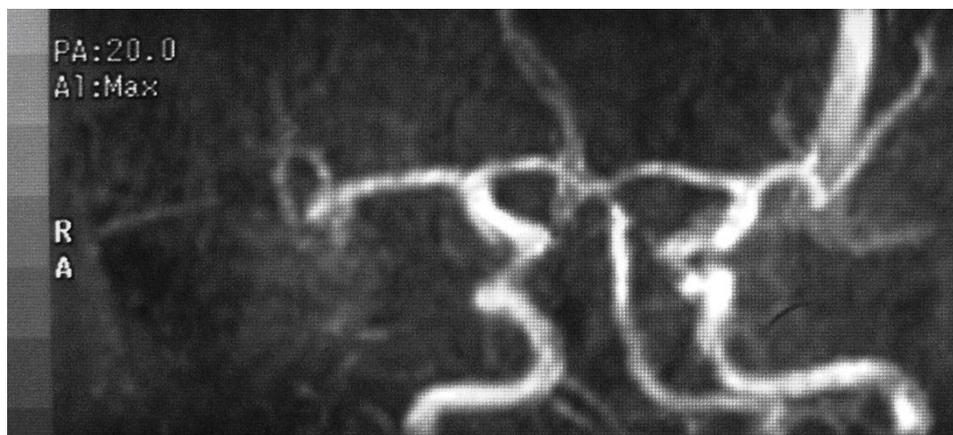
(Наблюдение 1). МРТ-АГ: аневризма трифуркации правой СМА.
